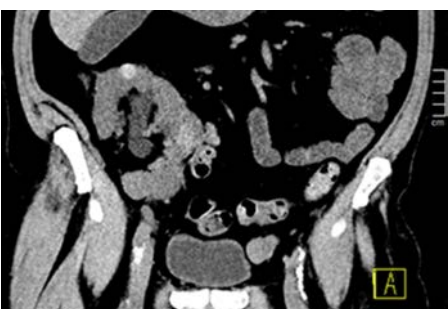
CT-Kontrolle 6 Wochen nach offener Freilegung der Niere mit Thermoablation
